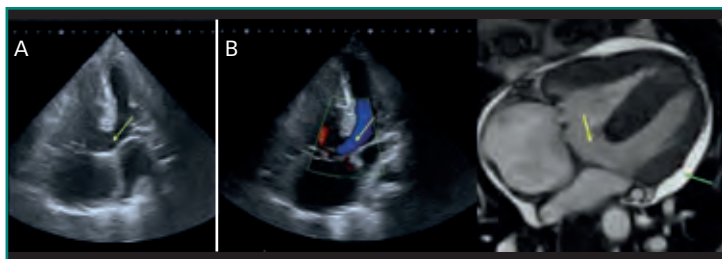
Paciente con gran CIV membranosa, en eco A se ve el orificio en la parte más superior del septo (*flecha amarilla*), con paso de sangre al VD (ecocardiografía *doppler*, B) y también en B se ve el orificio en la secuencia cine de RM, donde se aprecia además leve derrame pericárdico (*flecha verde*).
